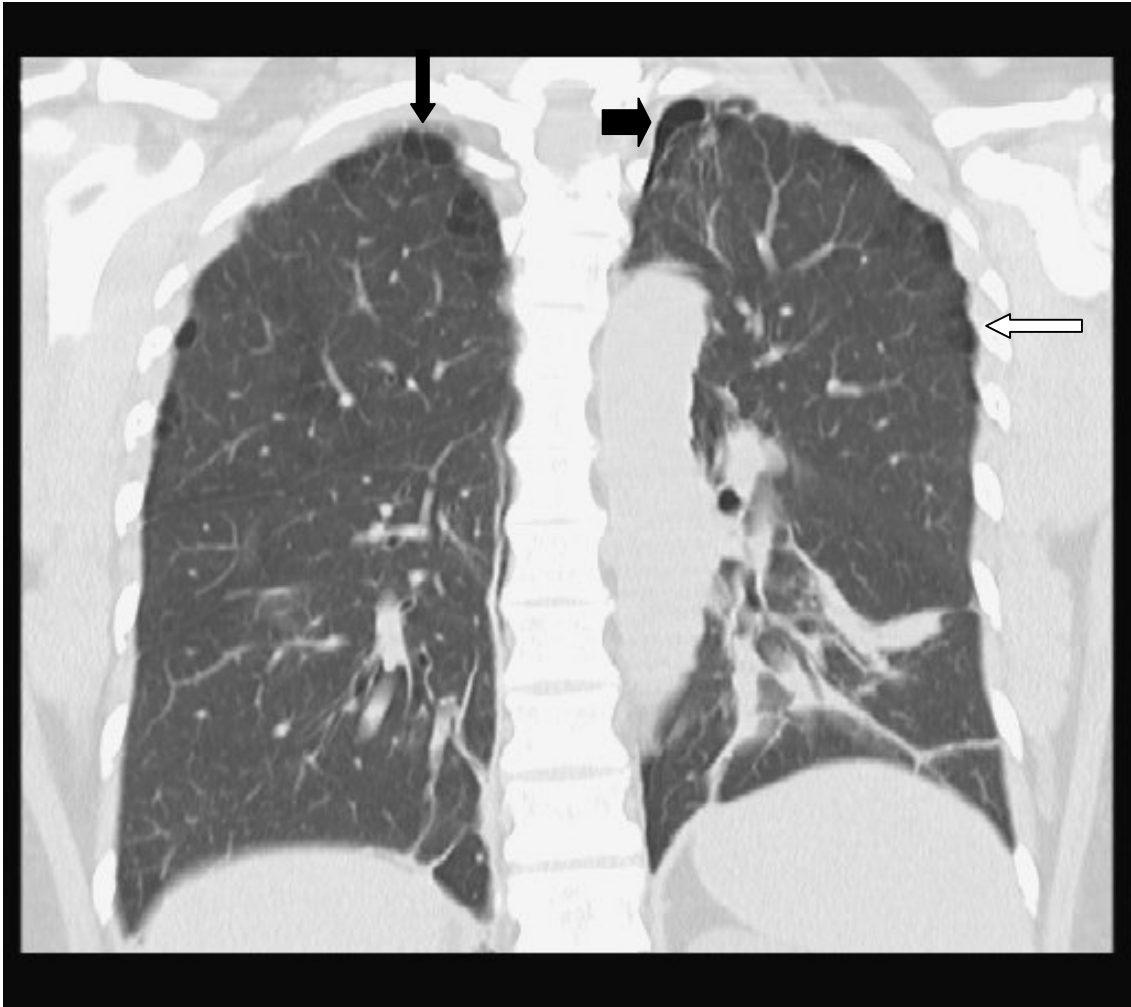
Multislice CT 4 x 1/5,5/5, koronare MPR. Restpneumothorax links apikal paramediastinal ( kurzer Pfeil ). Bullöse Veränderungen subpleural rechts apikal ( langer Pfeil ). Aufhärtungsartefakte hinter Rippen ( weißer Pfeil ).
